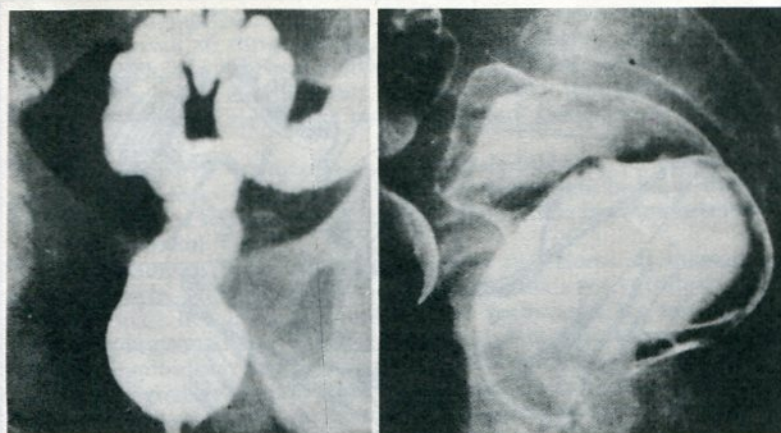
Radiografía del recto después de una enema baritada.
